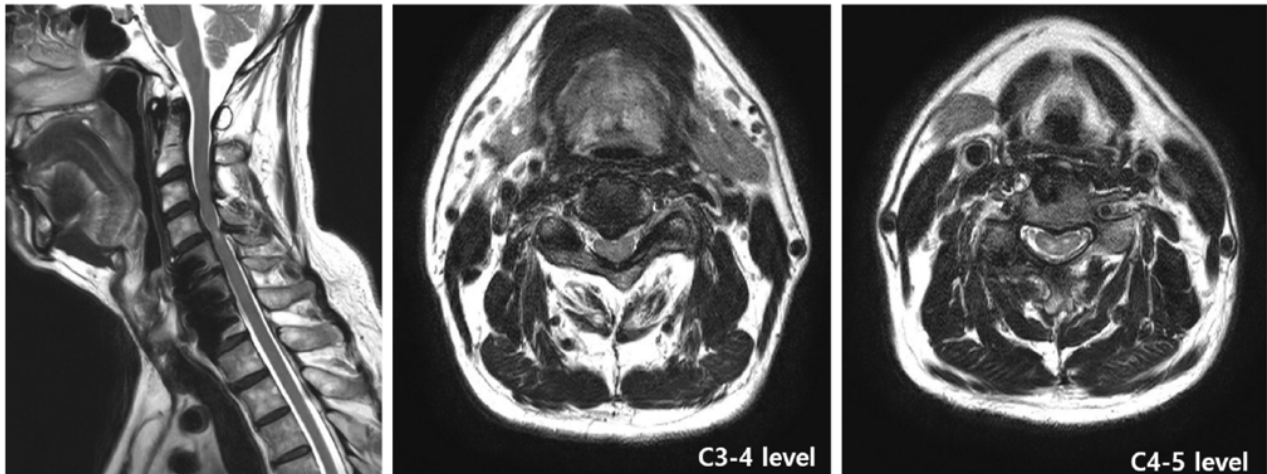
Preoperative T2 weighted magnetic resonance imaging of cervical spine. Imaging showing C3-4-5 spondylosis, and cervical cord signal changes on C4-5 with C5-6-7 anterior cervical decompression and fusion.
